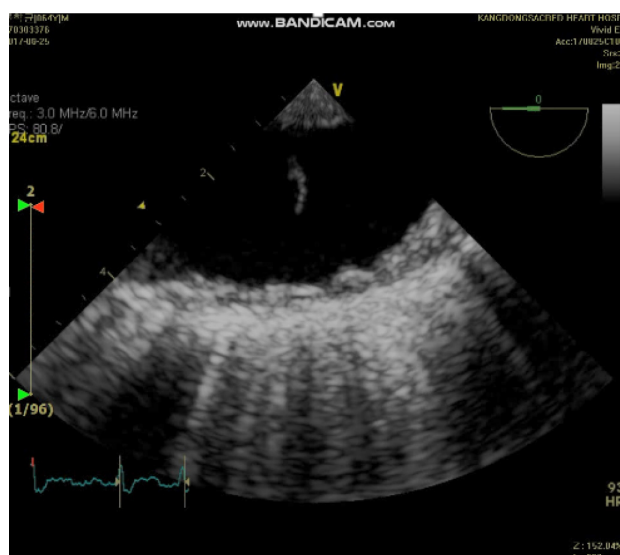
Transesophageal echocardiography (TEE) finding. Multiple mobile thrombus has been found on Aortic arch and descending aorta.
